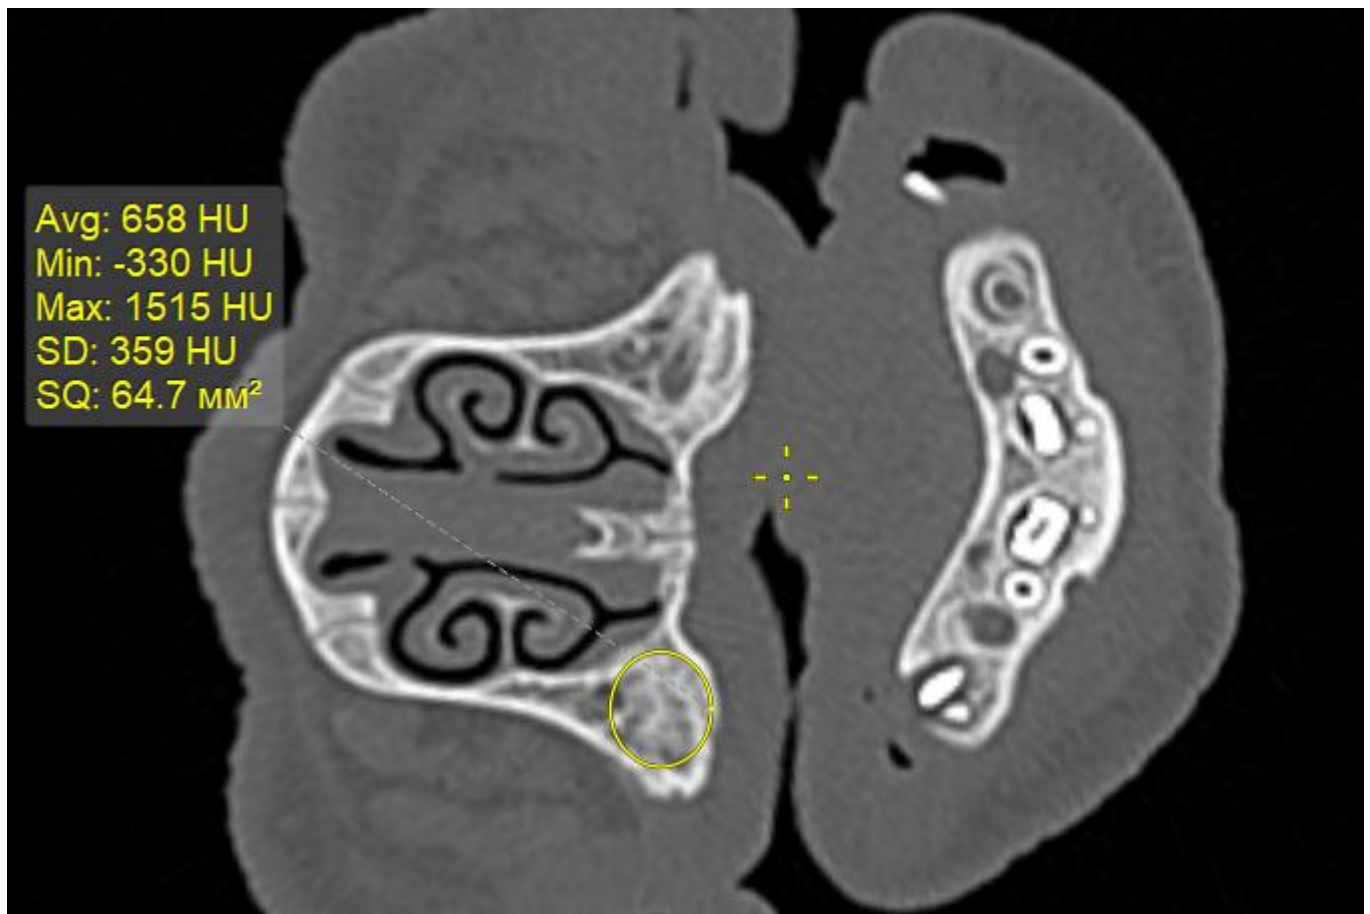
Срез МСКТ в коронарной плоскости одного из планируемых участков имплантации на верхней челюсти слева у мини-пига № 1
